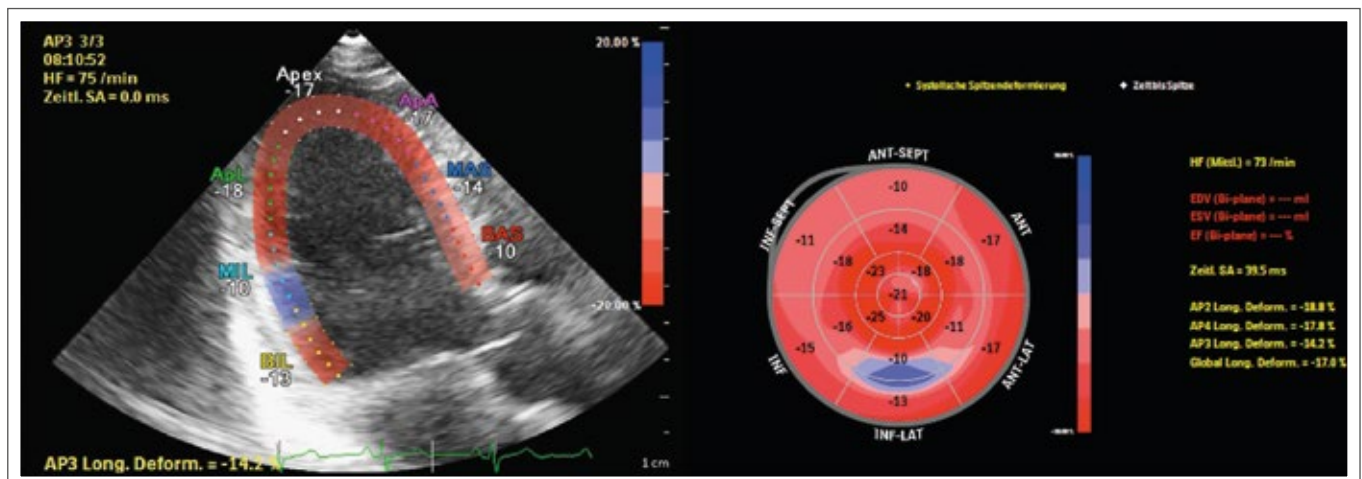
Strain echocardiography shows a decreased strain, red indicates the strength of the contractility of the individual sections. Blue, on the other hand, indicates dilatation of the wall layer. So, akinesia is seen in the posterolateral wall sections. Note here that the global strain is normal and the longitudinal strain is decreased. Since the longitudinal strain is very variable, only the global longitudinal strain is normally used in literature.
